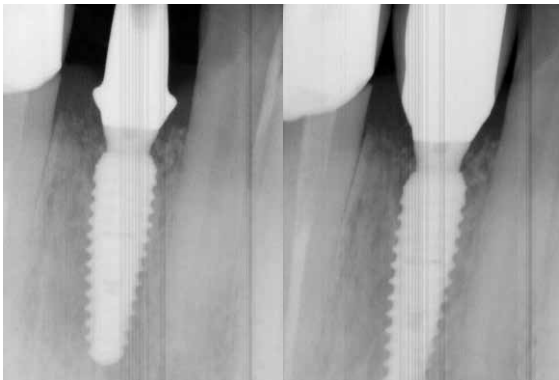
Radiografie intraorală de control.
